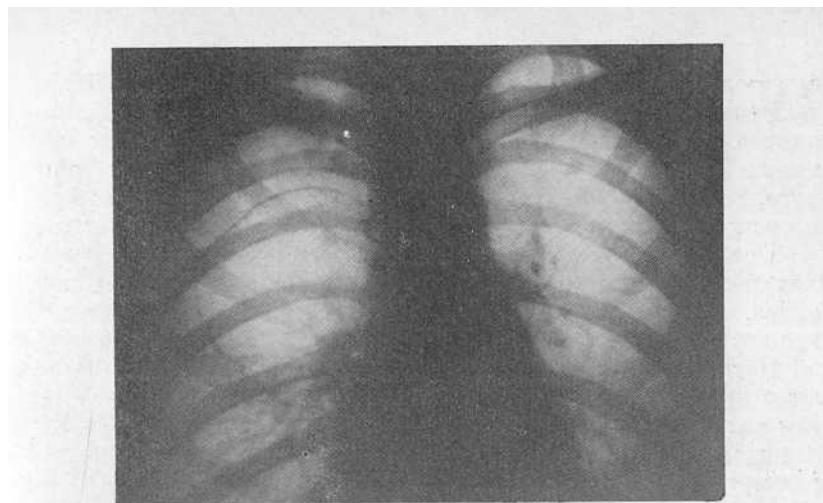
Рентгенограмма больной Т. Солитарная открытая киста верхней доли правого легкого.
